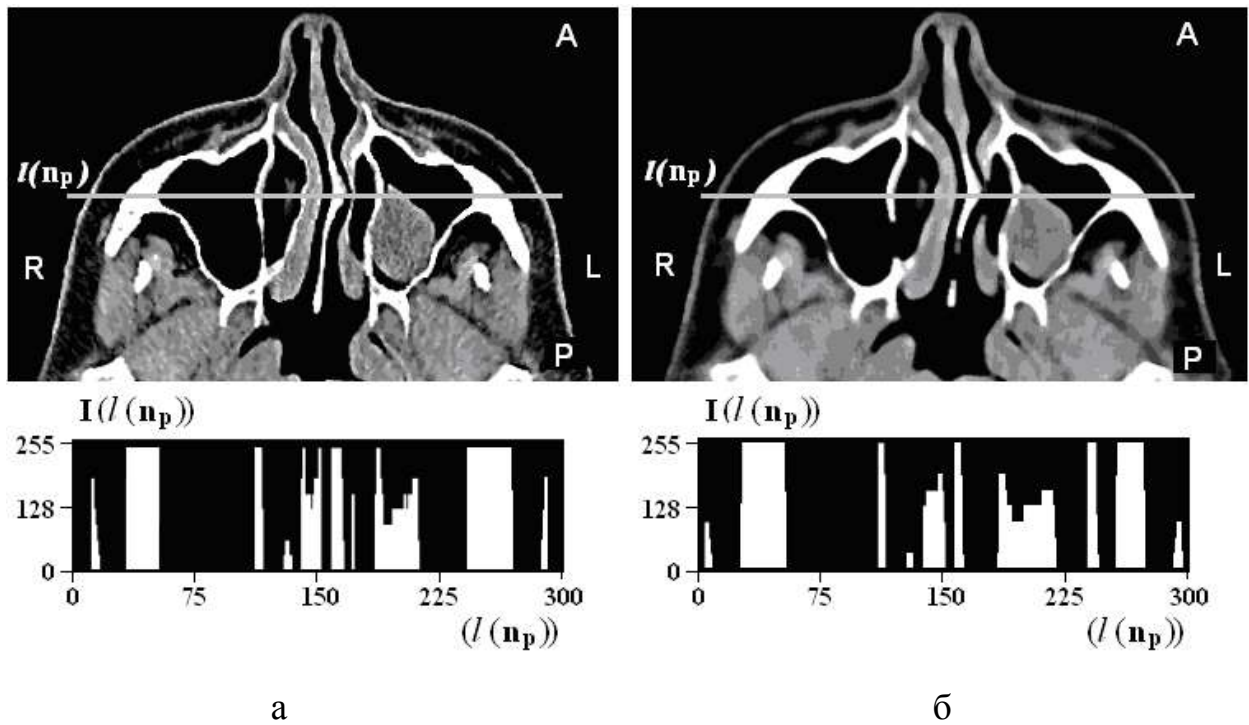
Початкове томографічне зображення з позначеним профілем інтенсивності  $I(l(n_p))$ , наведеними в нижній частині рисунка
